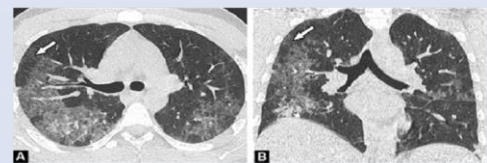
Homme 53 ans. Coupe TDM axiale (A) et coronale (B) en fenêtre parenchymateuse. Pneumonie à *Pneumocystis Jiroveci*.
